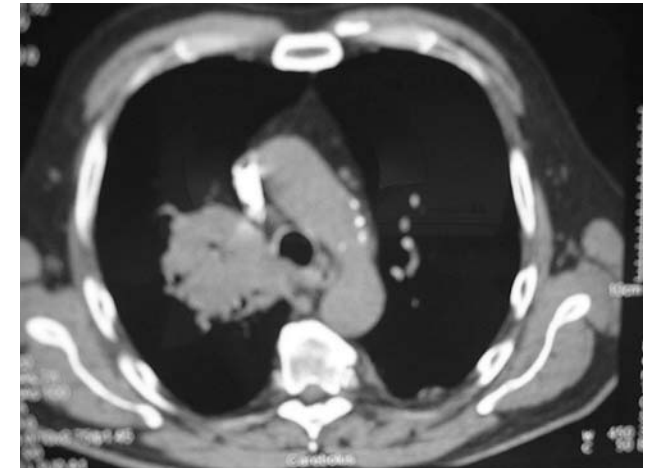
Computertomographie: große Raumforderung im rechten Oberlappen.
